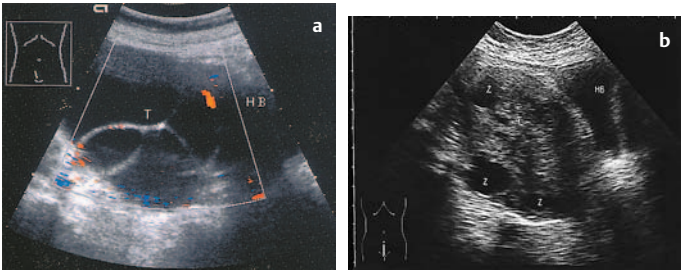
u. b Zystadenokarzinom. a Zystischer Tumor (T), feine Septierungen, in der FKDS diskrete Tumorgefäße; es kann sich sowohl um seröse Zysten (häufiger) als auch um muzinöse Zysten handeln. HB = Harnblase. b Solide (T) und zystische (Z) Tumoranteile (charakteristischer Befund), sonographischer Zufallsbefund. HB = Harnblase
